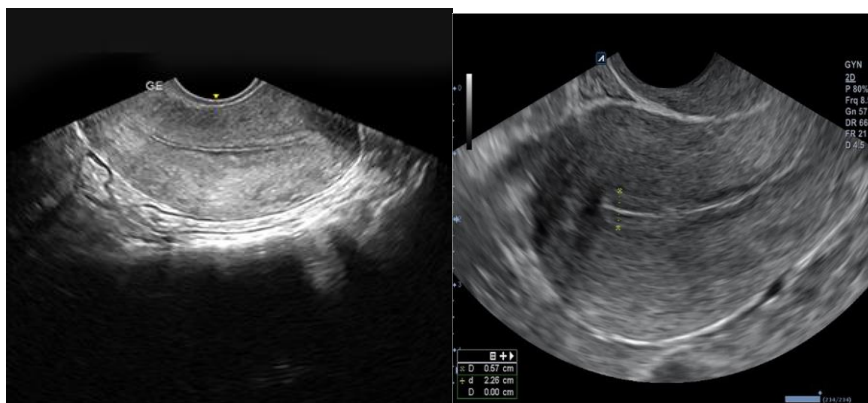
Трансвагинальное УЗИ при тонком эндометрии у пациенток основной группы.
